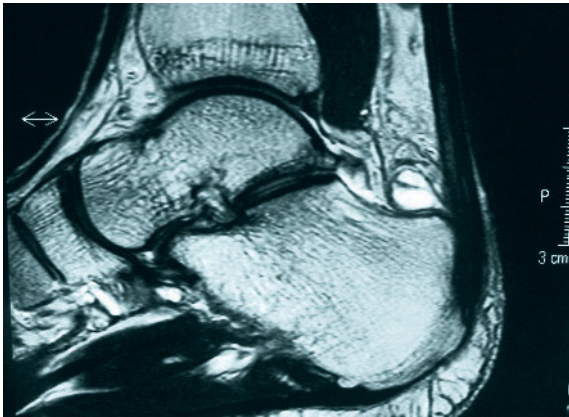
keine Signalerhöhung im MRI
